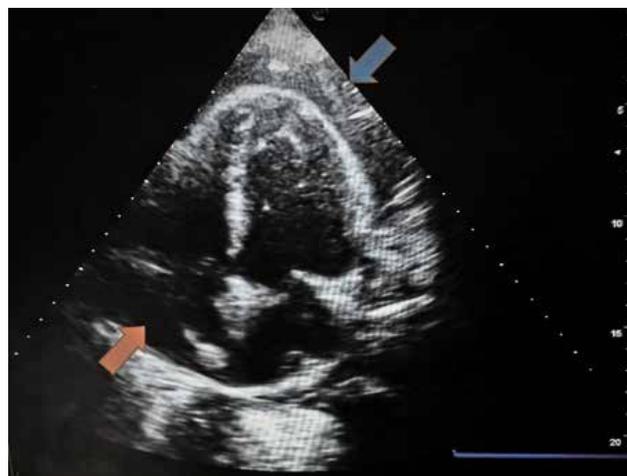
Ecocardiograma en vista apical de 4 cámaras: obsérvese el colapso de aurícula derecha (flecha roja) y separación pericárdica de aspecto heterogéneo (flecha azul). Ventrículo derecho sin compromiso aparente.
